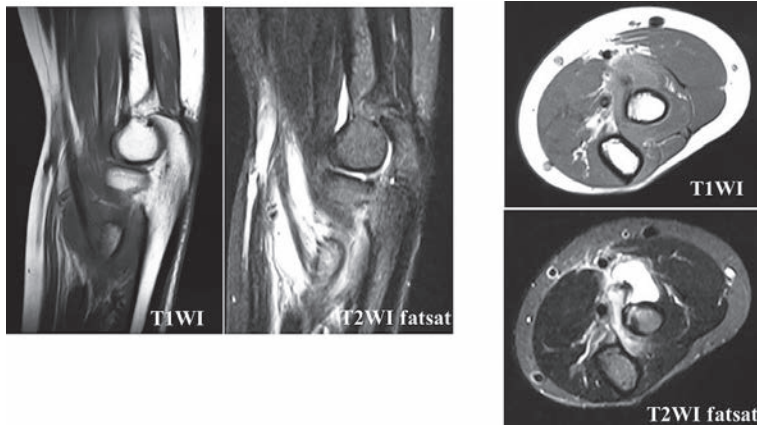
MRI画像 T1強調像で低信号, T2強調像で高信号の信号変化を認める.
